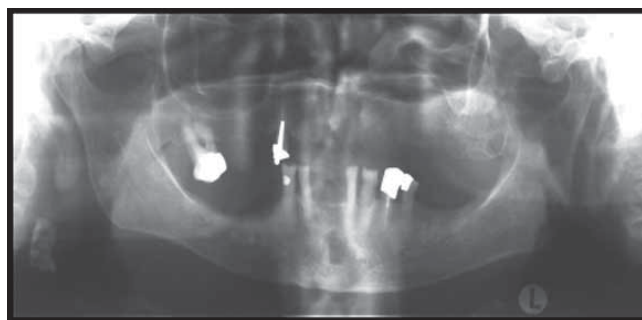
Orthopantomogramme d'une patiente âgée de 92 ans: calcification de l'artère carotide primitive du côté droit
